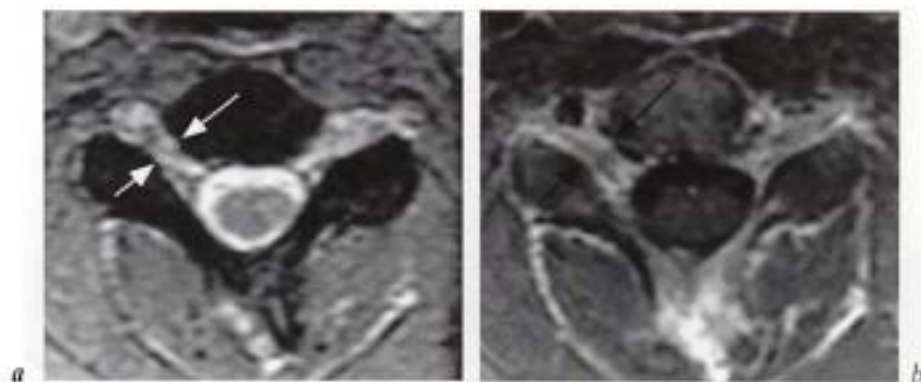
Artefact de susceptibilité magnétique. IRM, coupe axiale transverse passant par les foramens C4-C5 en écho de gradient Rho/T2* (a) et même coupe en écho de spin T1 après injection IV de gadolinium (b). Les foramens (flèches) apparaissent plus étroits en écho de gradient. L'espace épidual antérieur est « effacé » sur cette même séquence par l'artefact de susceptibilité magnétique.
